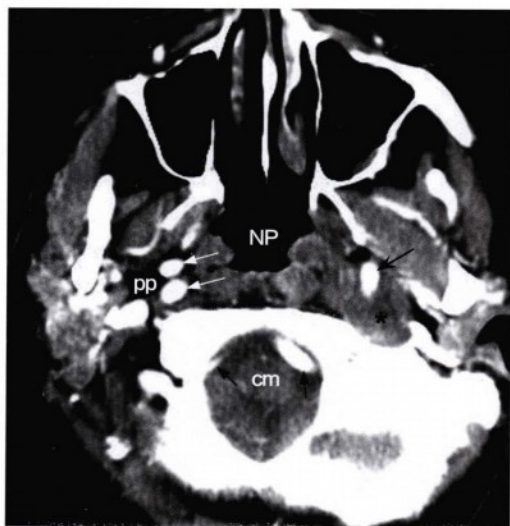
经舌咽 (NP)、枕骨大孔层面的横断位增强CT扫描，显示颅底前方、舌下神经管下方的软组织病变 (星号)，侵蚀咽旁脂肪并推挤左侧颈内动脉 (黑凹箭头)。在右侧，咽旁脂肪 (pp) 看起来正常，右颈内动脉 (白箭头) 走行迂曲。在枕骨大孔内、颈髓-延髓交界 (cm) 层面可见正常椎动脉，左侧较右侧粗大 (黑直箭头)。
